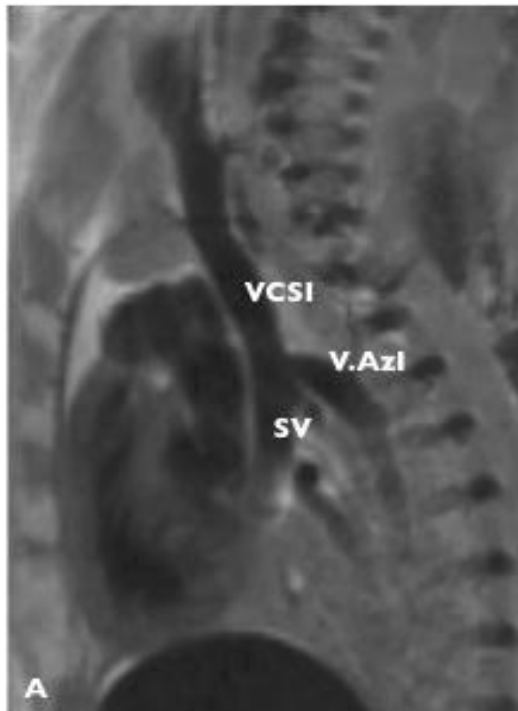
Imágenes de RM en feto Control obtenidas en cortes sagitales. Se observa la desembocadura de las Vv Acigos en las Vv Cavas Superiores ipsilaterales ; y el mayor calibre de la V. Acigos del lado izquierdo.
